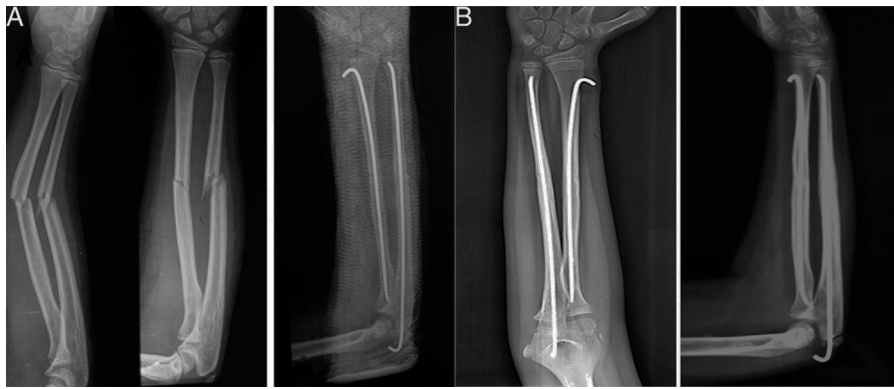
A) Radiografía preoperatoria de niño con fractura de radio y cúbito. Se observa resultado inmediato con los clavos de Kirchner. B) Resultado radiológico bueno con consolidación y buen alineamiento del radio y cúbito.
